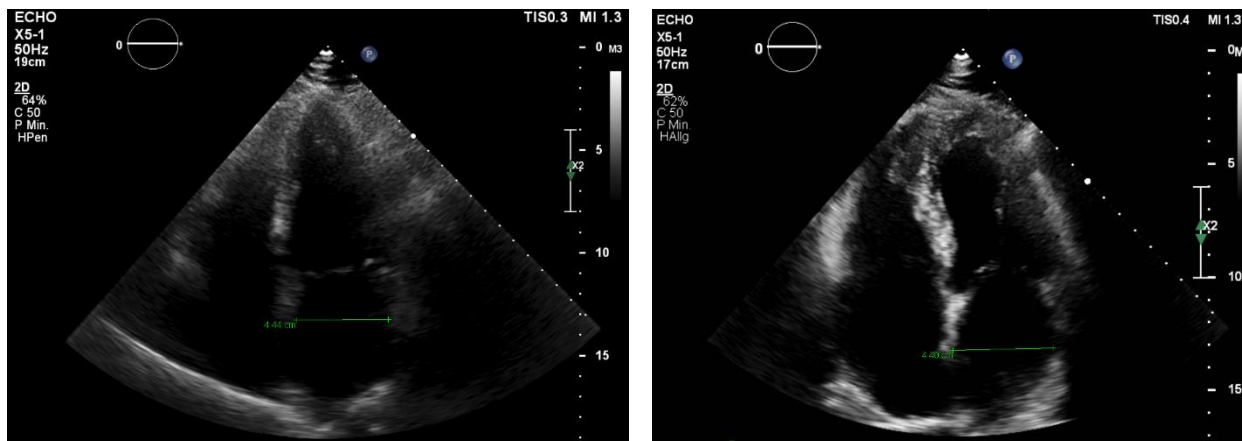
Größenbestimmung des linken Atriums – Echokardiografie in apikaler Achse (links: Patient\*in 87 mit 44 mm; rechts: Patient\*in 45 mit 44 mm)
